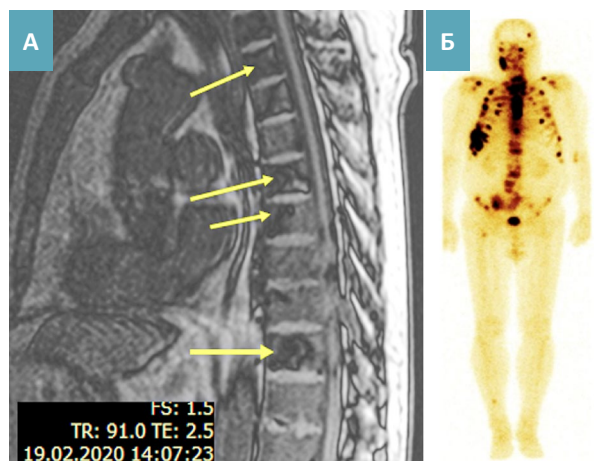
А–Б. Результаты обследования пациента В., 69 лет, через 36 мес. от начала лечения. А – компьютерная томограмма грудного отдела позвоночника (сагиттальный срез); Б – остеосцинтиграмма в режиме «все тело».
